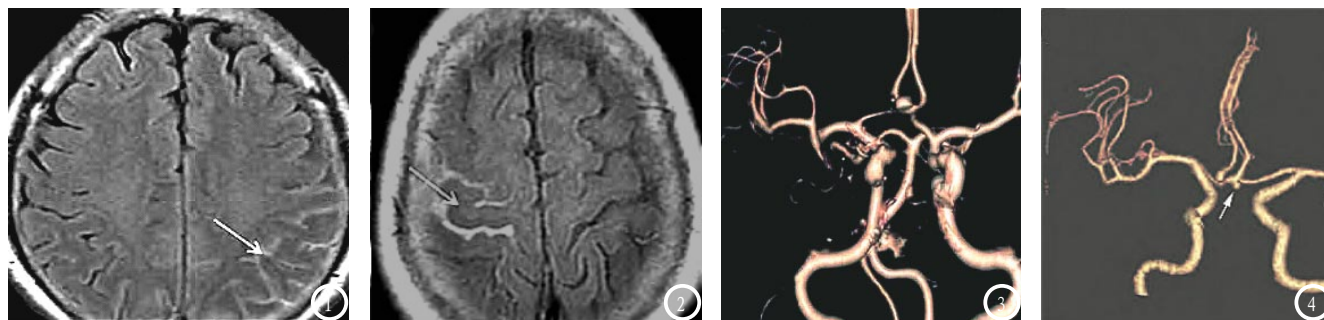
2为SAH患者低场强MRI检测图像,图1 FLAIR序列显示患者左侧顶叶脑沟处可见条状高信号影,图2 FLAIR序列显示患者右侧额顶交界处脑沟内可见条状高信号影;图3-4为患者DSCAT检测图像,图3显示患者前交通动脉上出现囊状动脉瘤,图4显示患者前交通动脉上可见动脉瘤。
